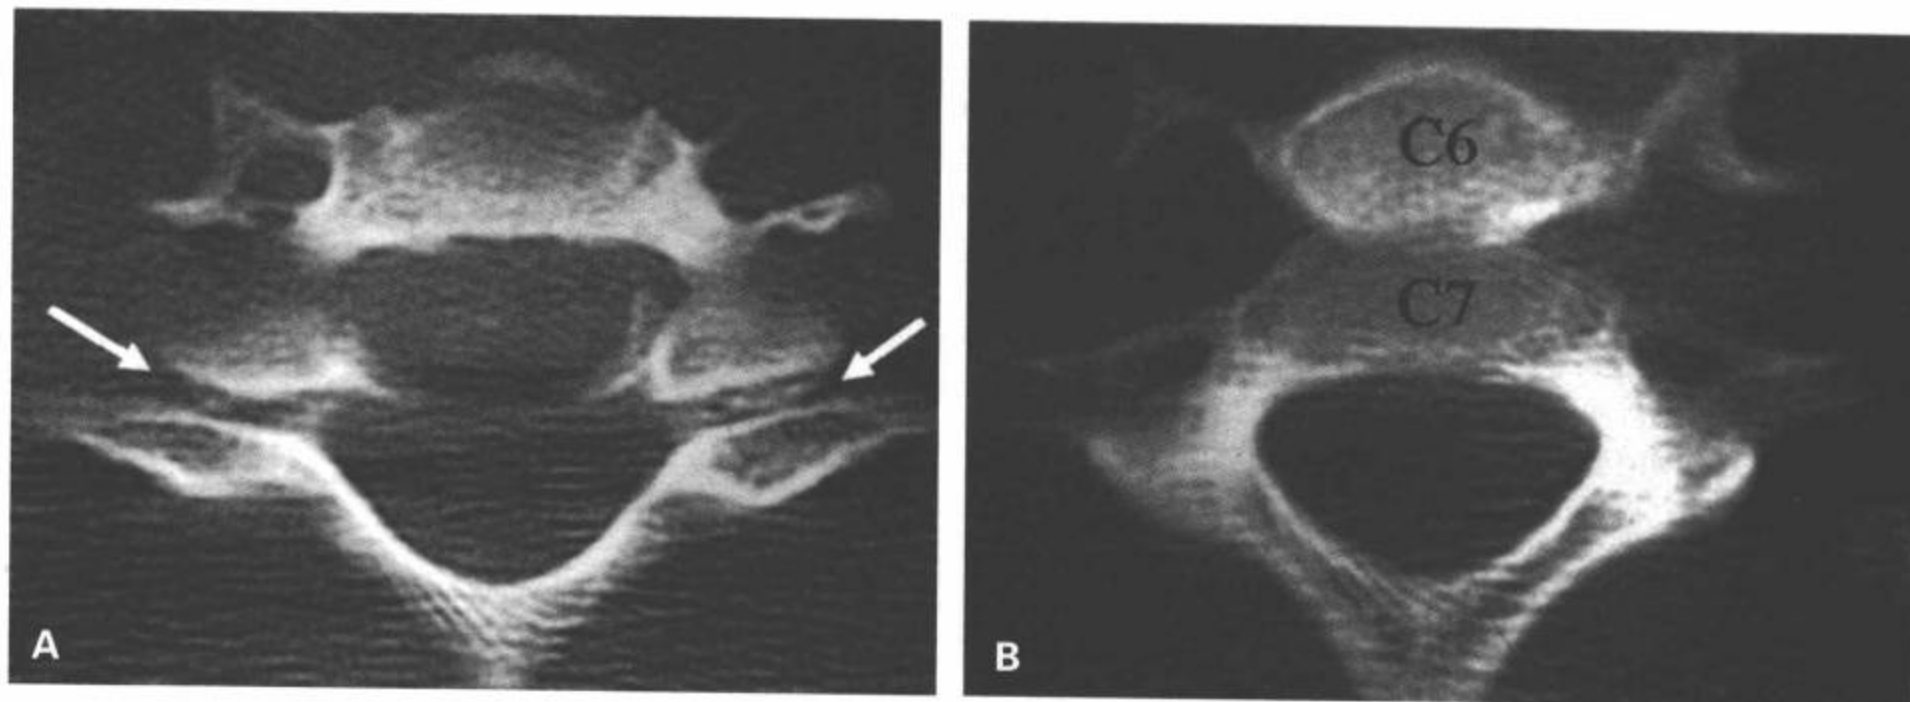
双侧椎小关节脱位 (BFD)。A,B: CT 横断面图像显示双侧椎小关节脱位 (A 中白箭) 和“双椎体”征 (B)。
